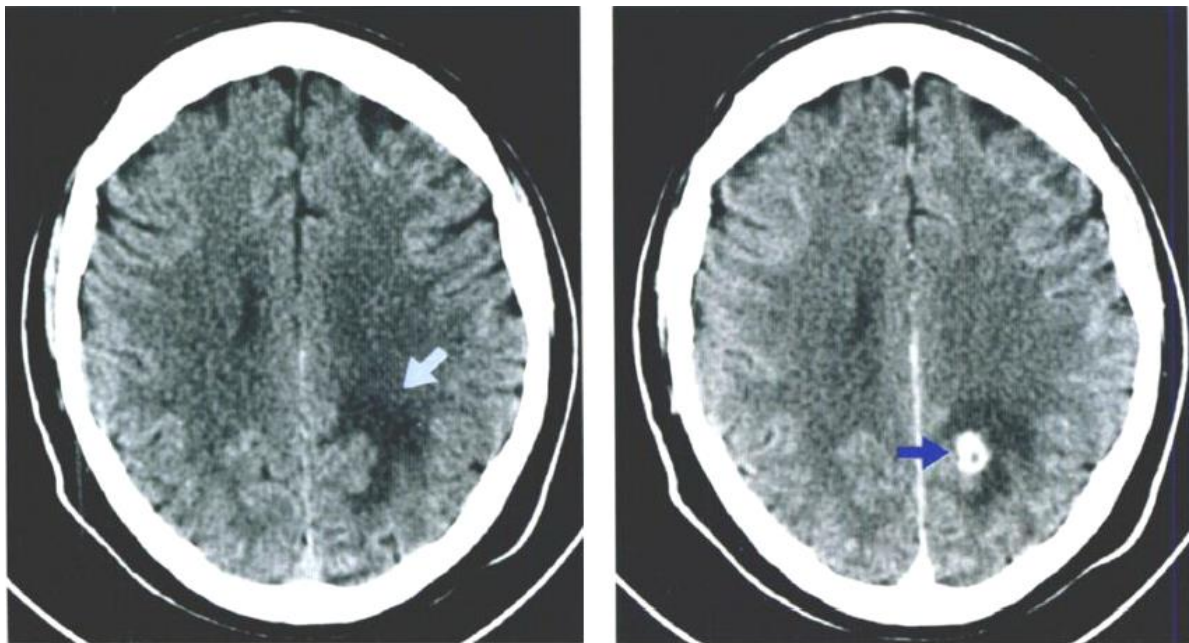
КТ-ознаки запального процесу лівої потиличної ділянки (без і після контрастного посилення)
